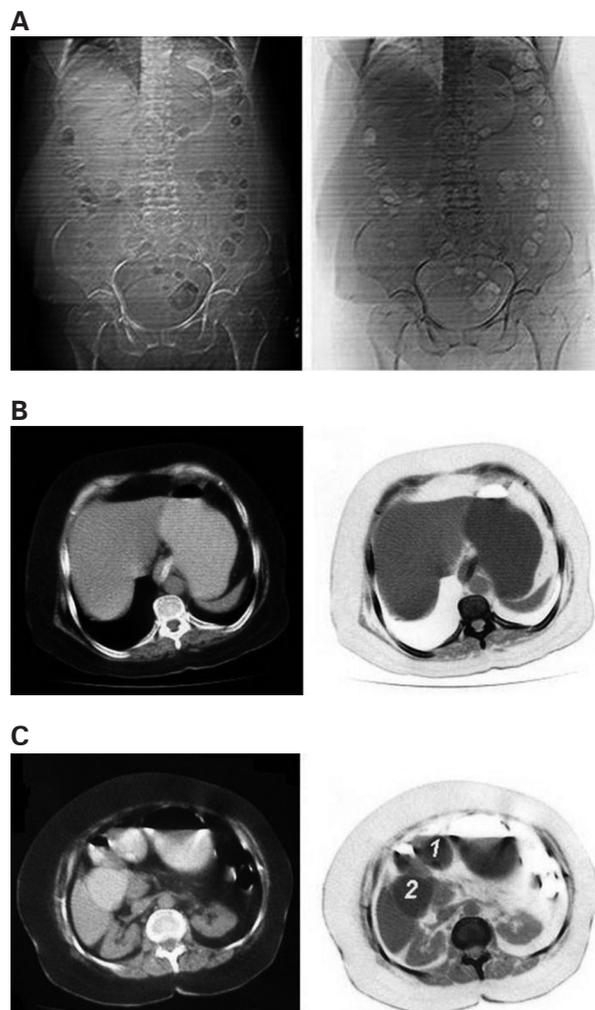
Tomografía axial computarizada abdominal contrastada. A. Imagen vertical. B. Importante dilatación de la cámara gástrica a pesar de la presencia de la sonda nasogástrica. C. Dilatación de la primera y segunda porción del duodeno relacionada con cuadro pseudooclusivo.
